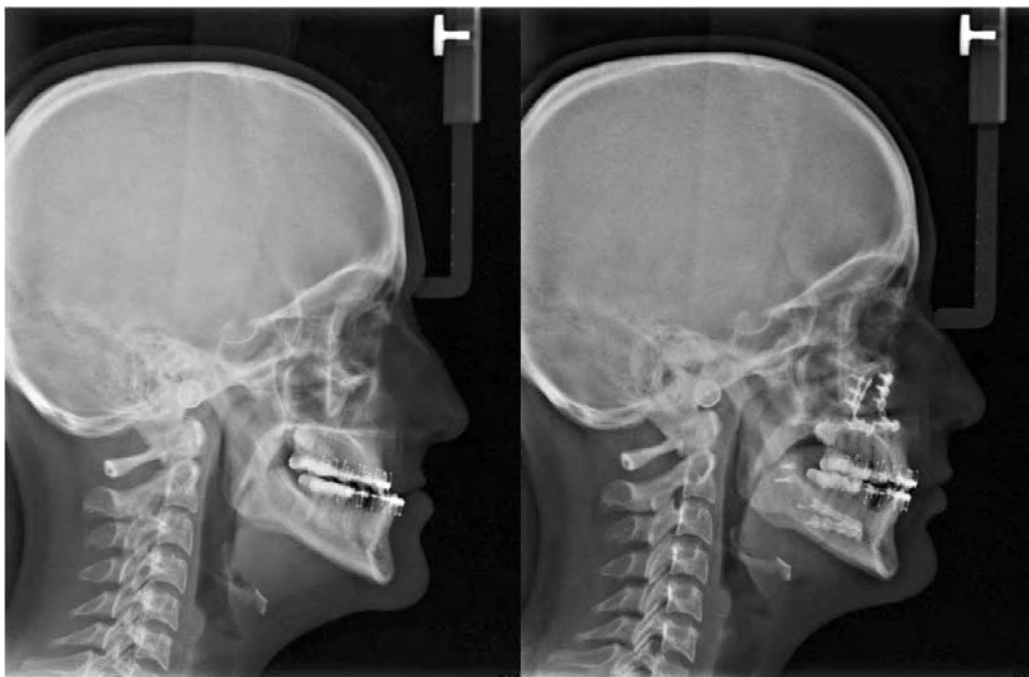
Exemplo de radiografias cefalométricas obtidas antes e após a cirurgia.
